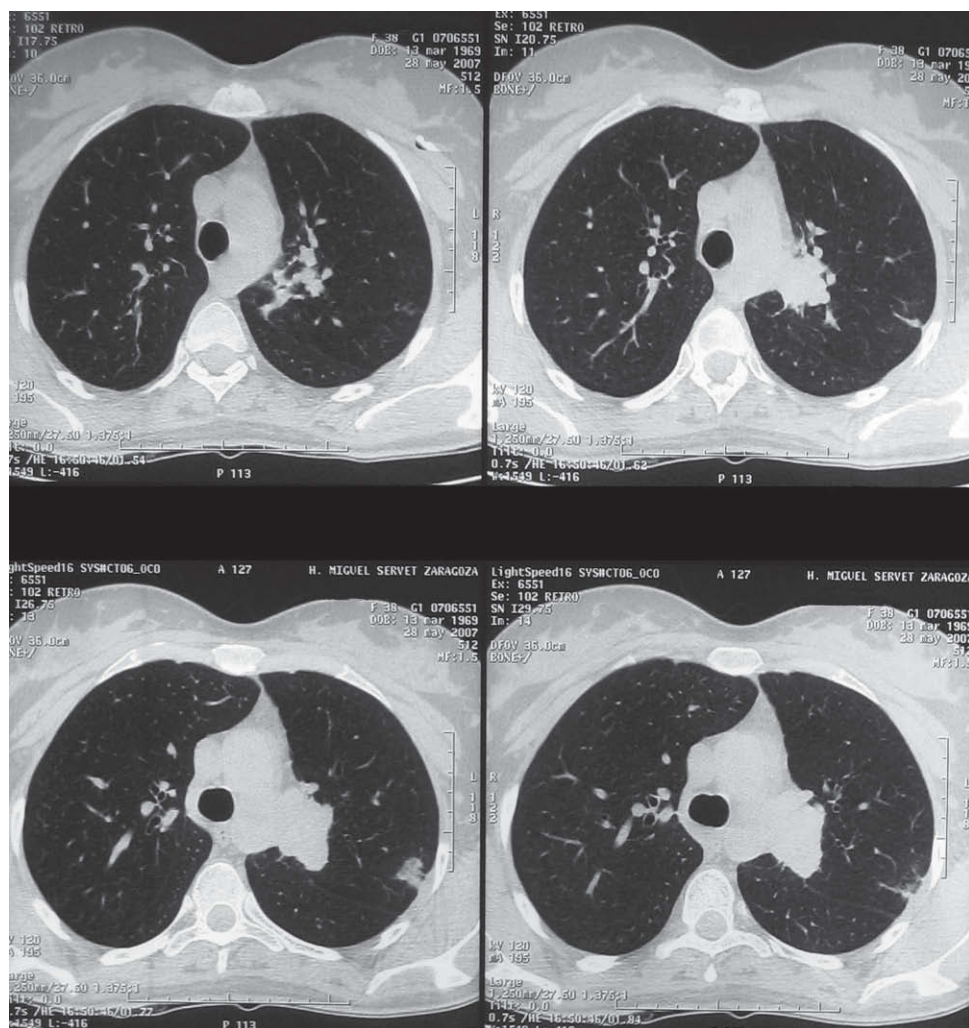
Tomografía computarizada torácica. Masa biliar izquierda que engloba el bronquio del segmento apico-posterior y que se continúa medialmente hacia la ventana aortopulmonar.
